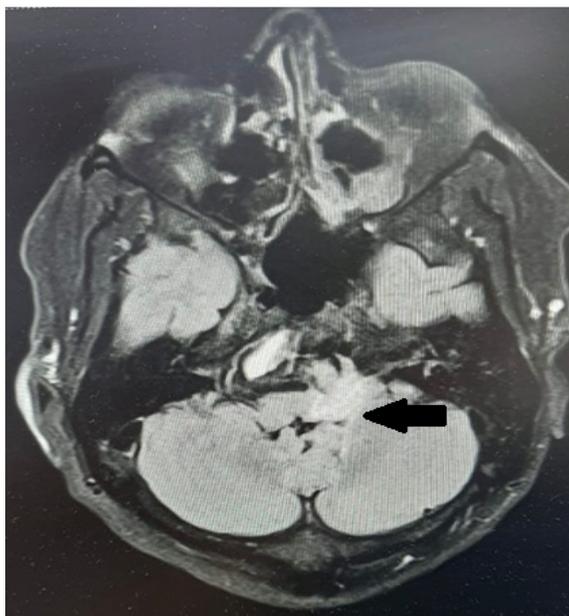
МРТ головного мозга (стрелкой указан ишемический инсульт в черве и полушарии мозжечка).
